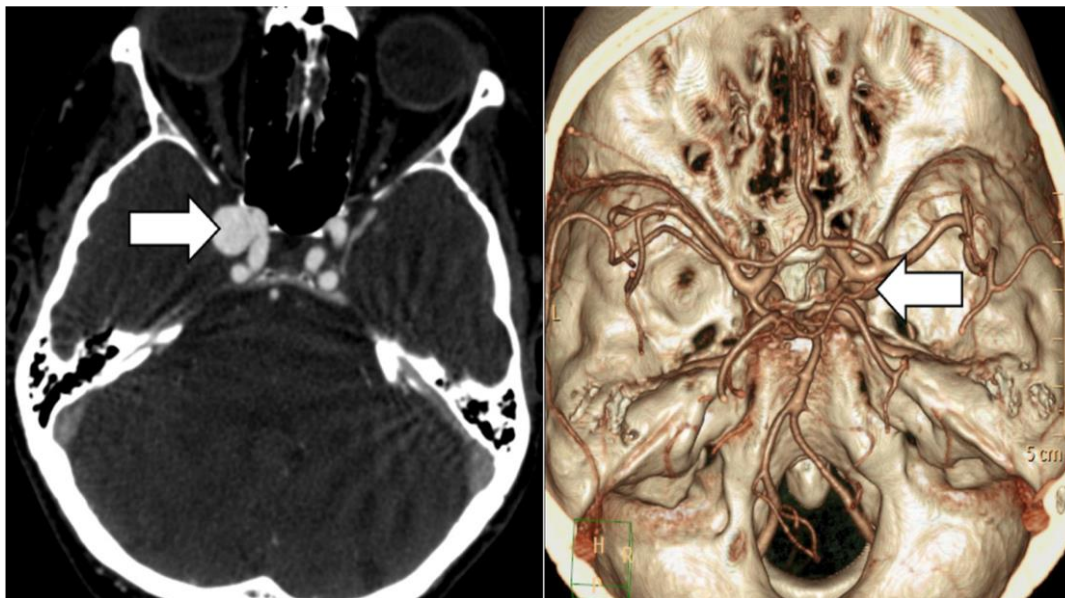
Výpočetní tomografie:
